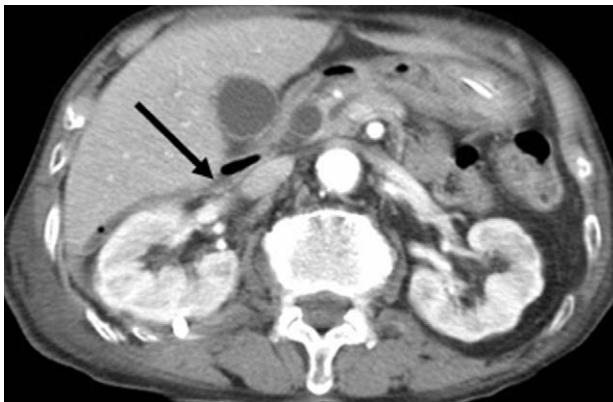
After 7days follow up abdomino-pelvic CT scan shows improved state of retroperitoneal complicated fluid collection (Arrow).
